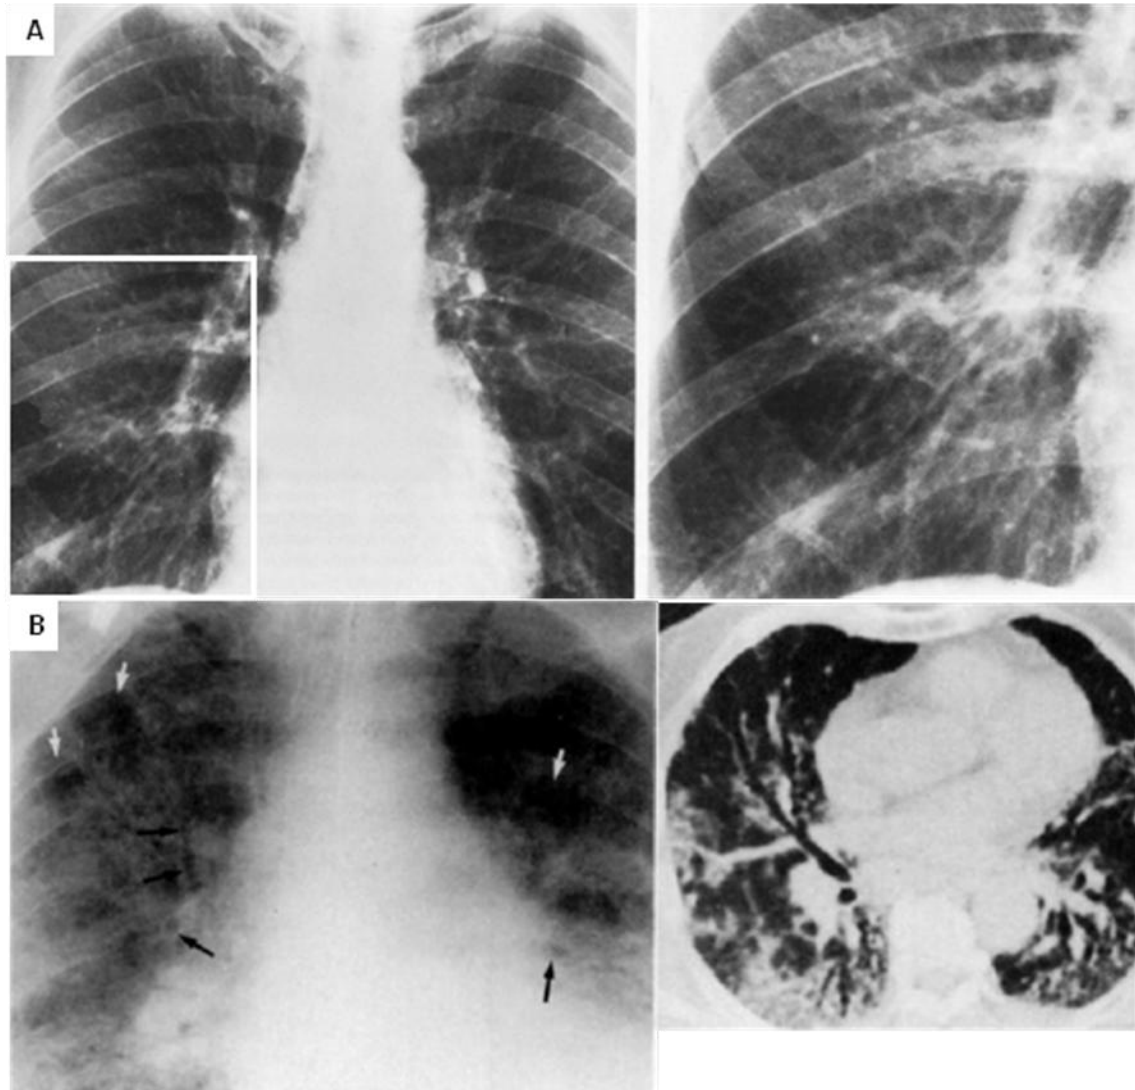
50. A. Radiografía frontal de tórax y magnificación del pulmón derecho, paciente con bronquitis crónica, se observan sombras lineales paralelas por fuera de los límites normales del hilio pulmonar. B. Radiografía de un paciente adulto con fibrosis pulmonar idiopática avanzada y falla respiratoria. Dentro de las zonas fibróticas y densas hay varios bronquios dilatados y tortuosos (flechas). También hay quistes aéreos (flechas blancas) en el pulmón derecho superior. La TC define mejor los cambios.
